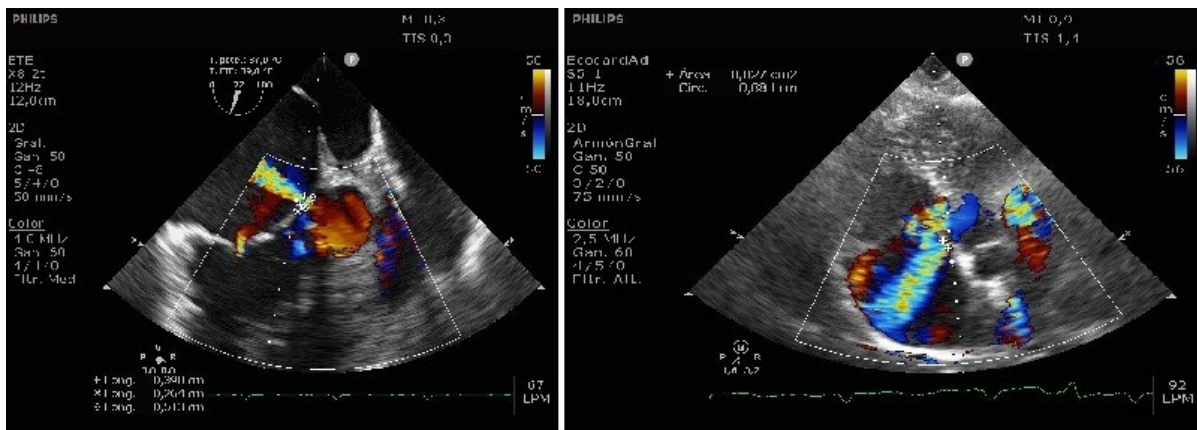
Ecocardiograma transesofágico 3D(izquierda) y transtorácico(derecha). Se visualiza con doppler color defecto de Gerbode.
